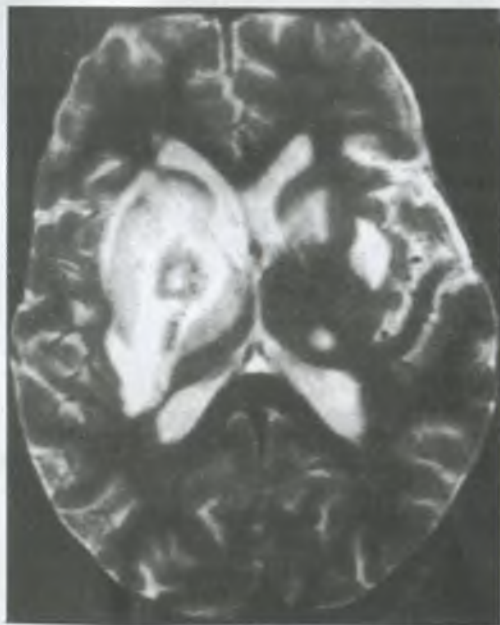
МРТ головного мозга в режиме T2 больного с токсоплазмозом: множественные поражения базальных ганглиев.
